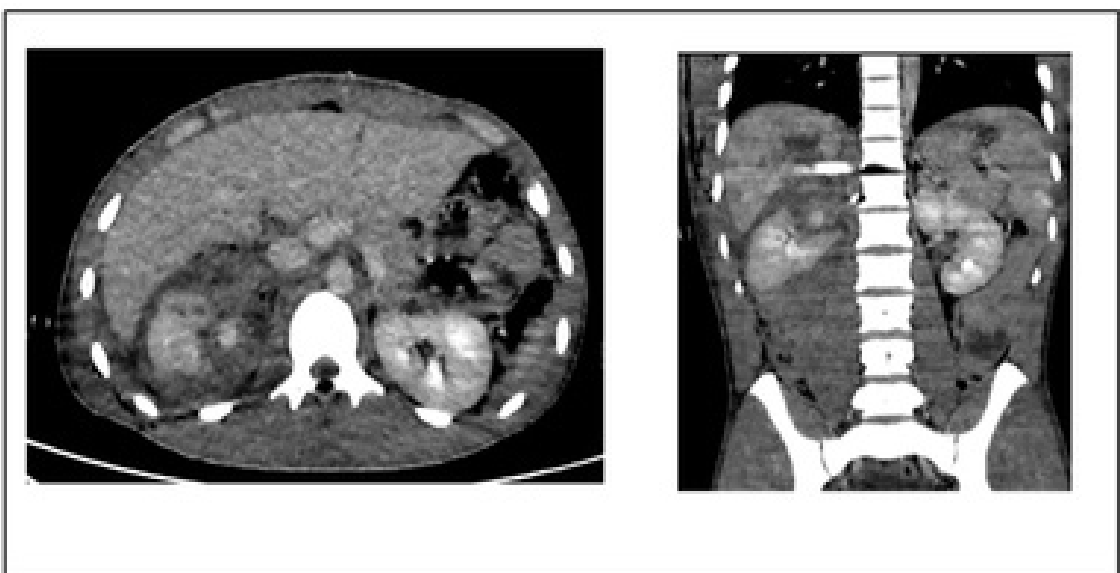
Tomografia computadorizada de abdome com contraste evidenciando lesão renal grau IV, conforme classificação da WSES-AAST.
